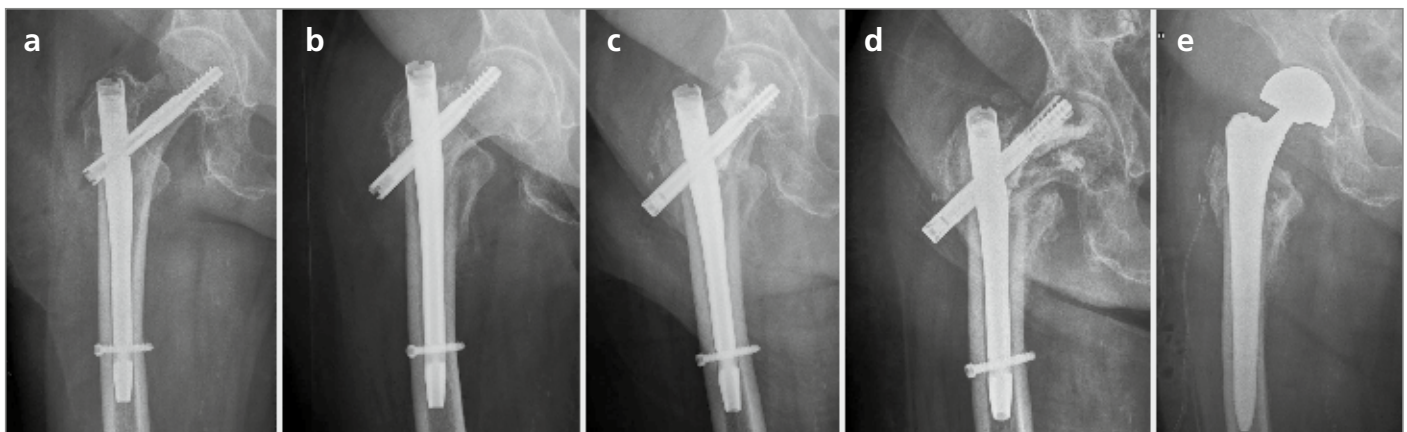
88-jährige Frau, gute Reposition und klassische Implantatlage; „Cut-out“ nach 10 Tagen, Rettungsversuch mit Zementaugmentation (off-label) und neuerlicher Verschraubung, wiederum „Cut-out“ in der Röntgenaufnahme 4 Wochen nach Revision; Implantation einer Duo-Cup-Prothese mit langem Schaft
